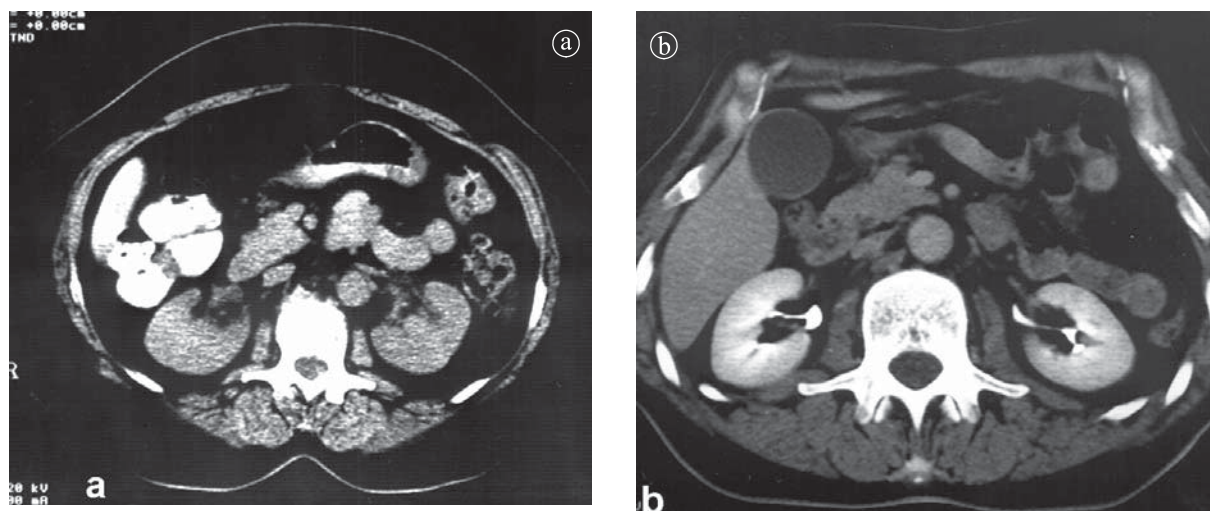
CT renal. Aspect normal. Secțiune axială a) precontrast. b) postcontrast tardiv.
